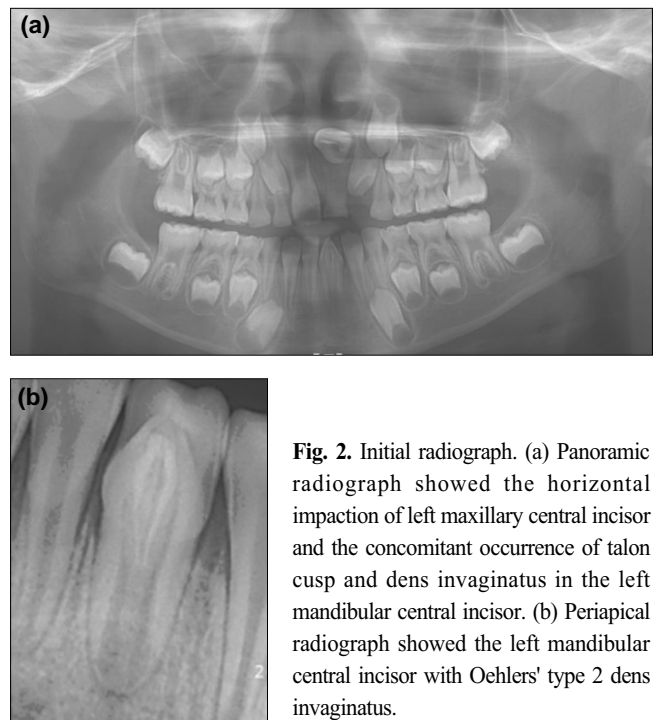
Initial radiograph. (a) Panoramic radiograph showed the horizontal impaction of left maxillary central incisor and the concomitant occurrence of talon cusp and dens invaginatus in the left mandibular central incisor. (b) Periapical radiograph showed the left mandibular central incisor with Oehlers' type 2 dens invaginatus.
